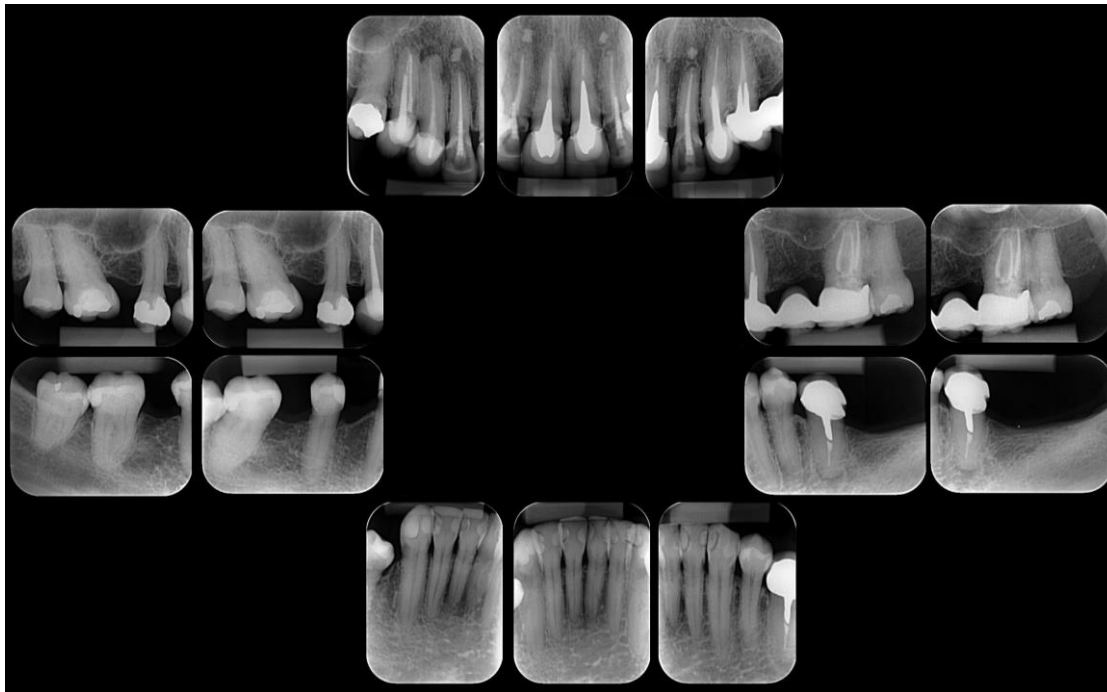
Levantamento periapical completo.
